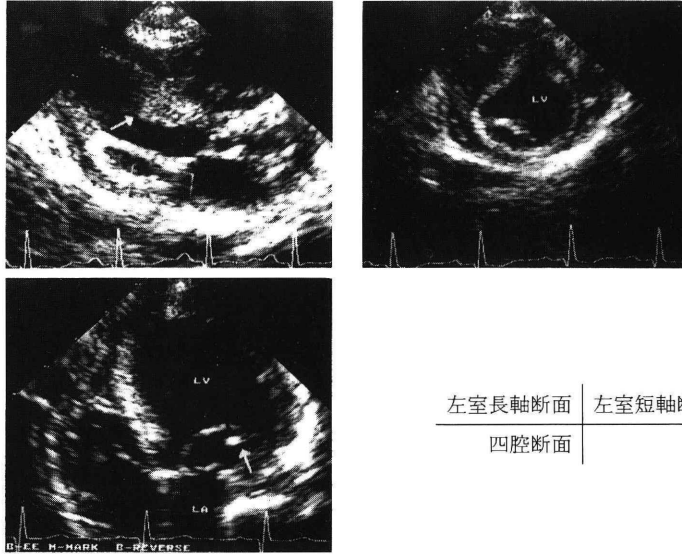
入院時心エコー図。左室長軸断面で大動脈弁狭窄と大動脈弁下狭窄(矢印)を認める。左室短軸断面で乳頭筋は1つしか検出されず、四腔断面でパラショート僧帽弁(矢印)を認める。
